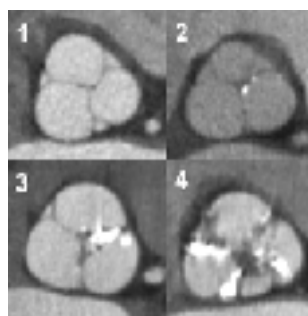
Tomografia assiale computerizzata per lo studio del *root* aortico: la valutazione delle calcificazioni valvolari.
